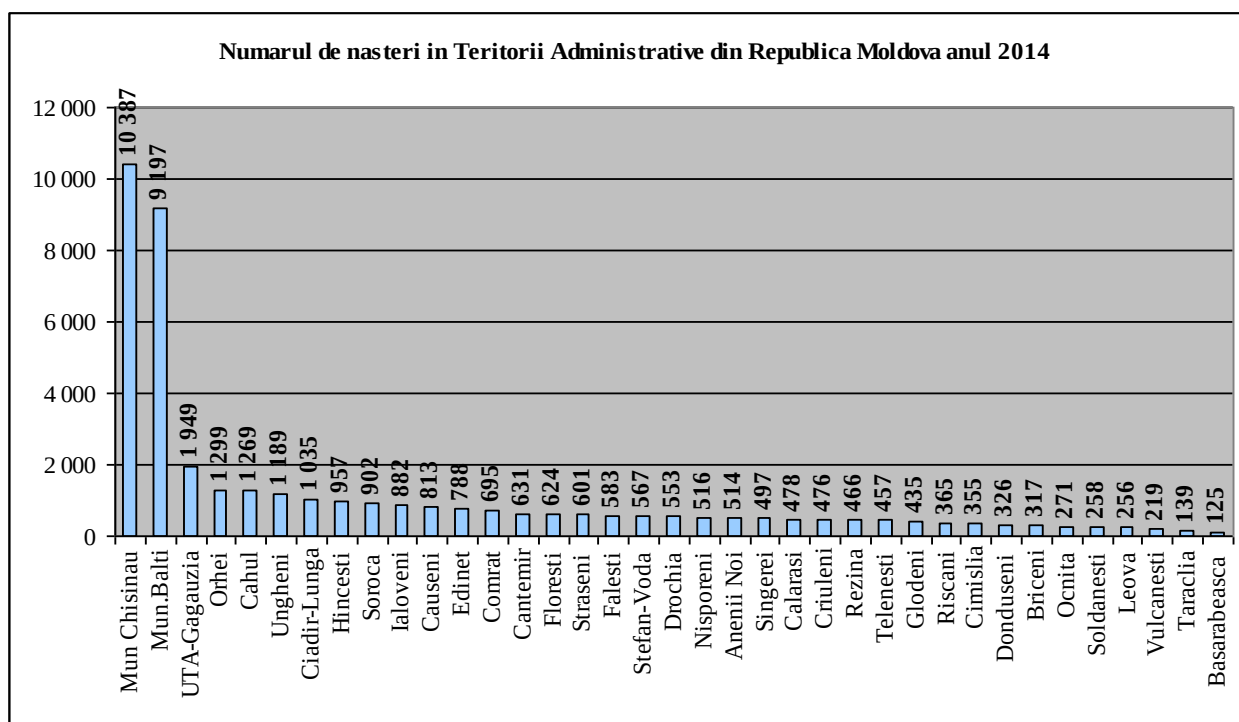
Numărul de nașteri în teritoriile administrative ale RM, a. 2014 (abs.)
